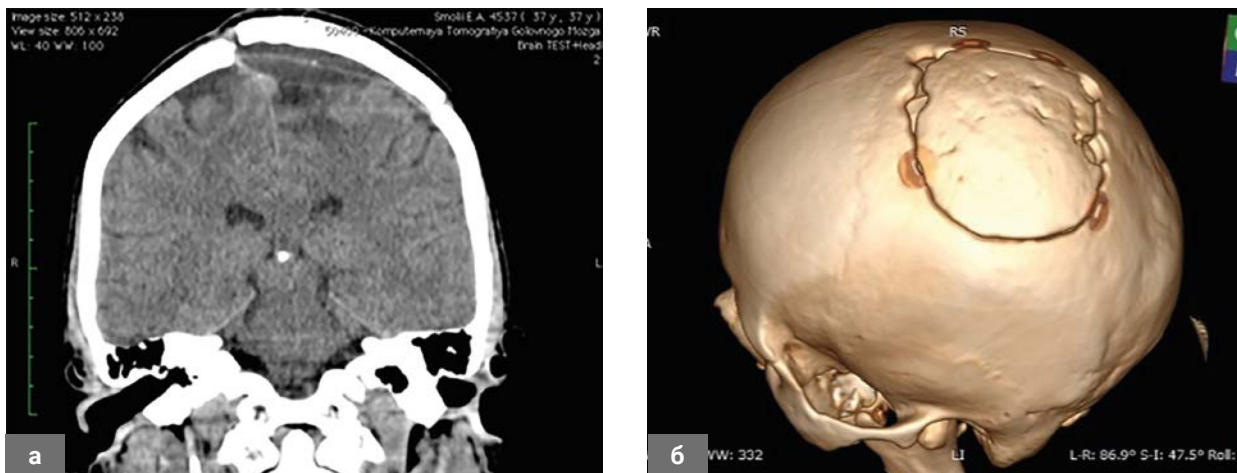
Послеоперационная СКТ головного мозга после операции рефиксации костного лоскута с помощью краниофиксов Medtronic: а – послеоперационных геморрагических осложнений нет; б – при 3D реконструкции в костном режиме определяется удовлетворительное стояние костного лоскута.
